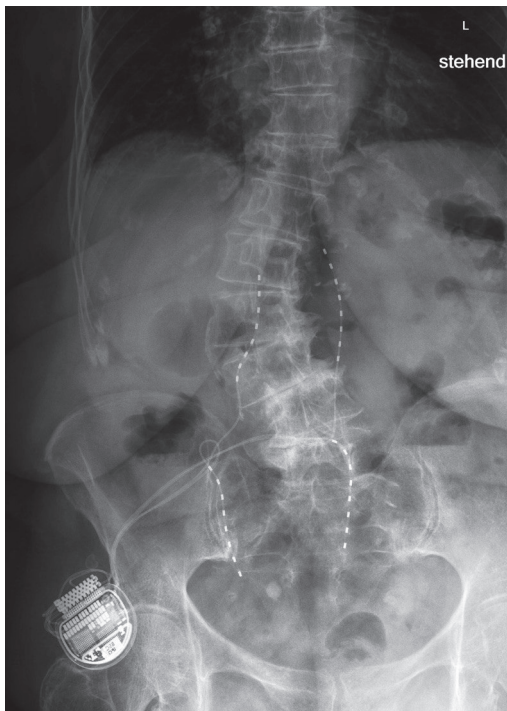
Röntgenkontrolle – A.p.-Bild: 4 achtpolige subkutane Elektroden lumbal und Neurostimulator gluteal rechts bei Patient mit Rückenschmerzen
